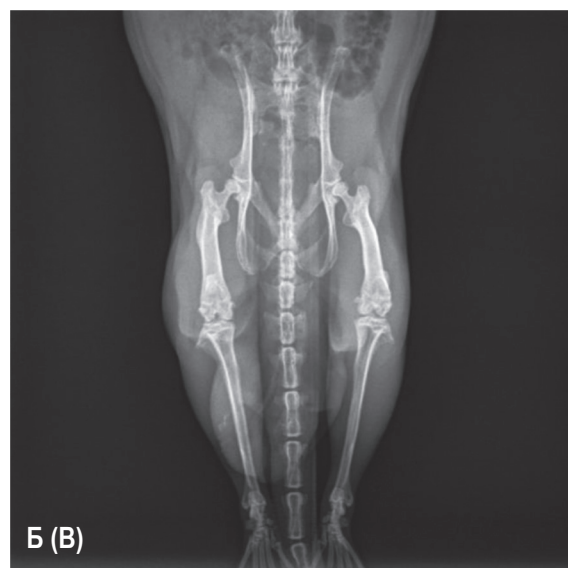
Рентгенографические исследования лабораторных животных (А – экспериментальное животное, Б – контрольное животное)
